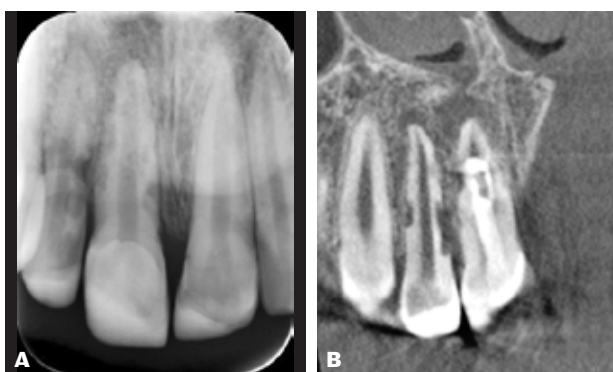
Eksempel på en patient med ekstern resorption af 12 og 11 efter traumatisk intrusion og reposition af tænderne. På det periapikale billede (A) herskede der tvivl om, om pulpa var involveret i de eksterne resorptioner på 12. På CBCT (B) kan det observeres, at der ikke var pulpainvolvering (snit i det koronale plan).
